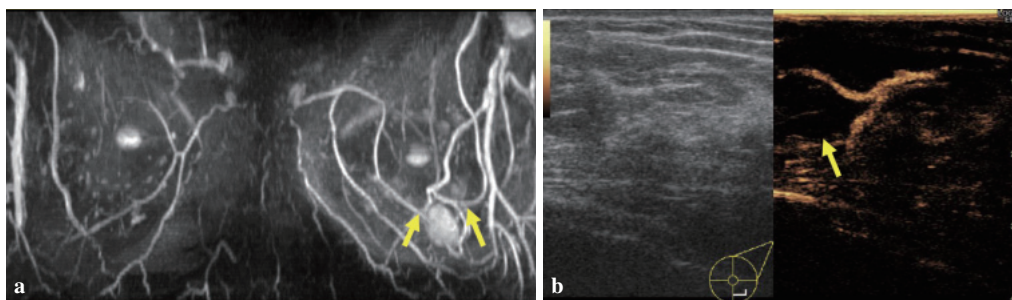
a：NAC前MRI所見. 腫瘍より皮膚側の二股の血管がメルクマールになる. b：手術直前の造影超音波所見. 造影超音波で血管を描出し，腫瘍の局在を明らかにした(矢印).
